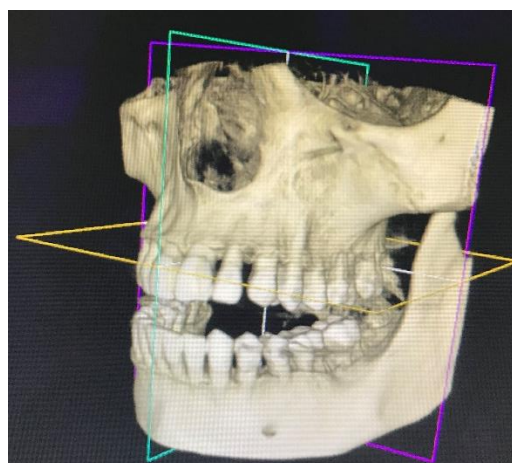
Représentation tridimensionnelle du maxillaire et de la mandibule obtenue avec un examen CBCT. (image issue de la base de données)
